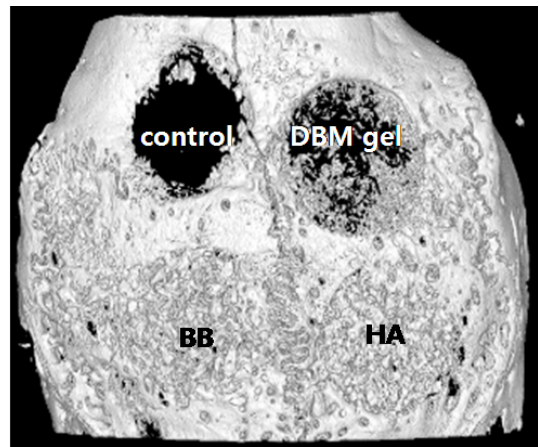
Micro CT presentation of calvarial defects after 8 weeks of healing.
